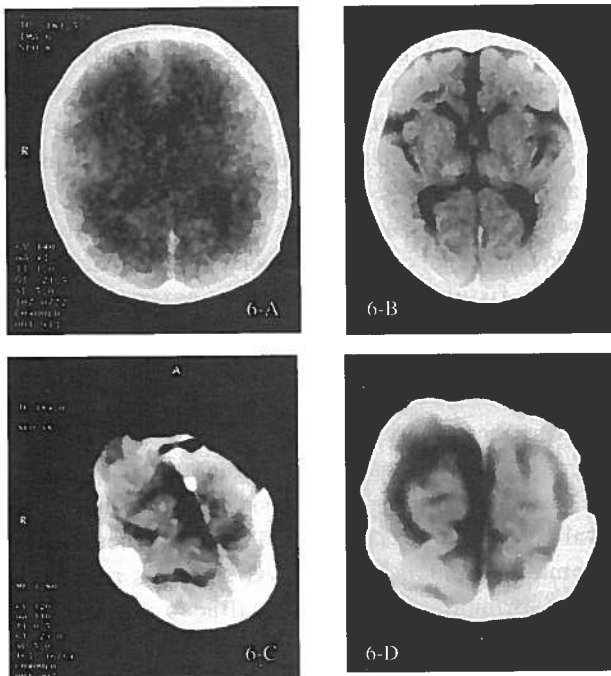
TC. (6-A) 35s padrão de imaturidade; (6-B) calcificações peri-ventriculares e talâmicas; (6-C) herniação encefálica na região de erosão meníngea; (6-D) área de malácia frontal direita e coleção de LCR adjacente.
